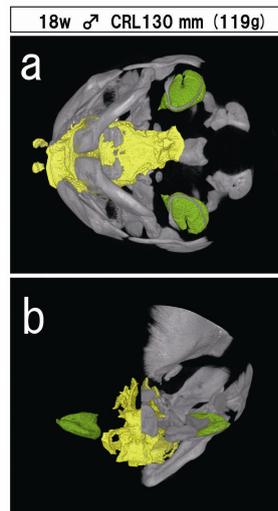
$\mu$ -CTによるヒト胎児の鼓室腔と耳管腔形成の関係。
